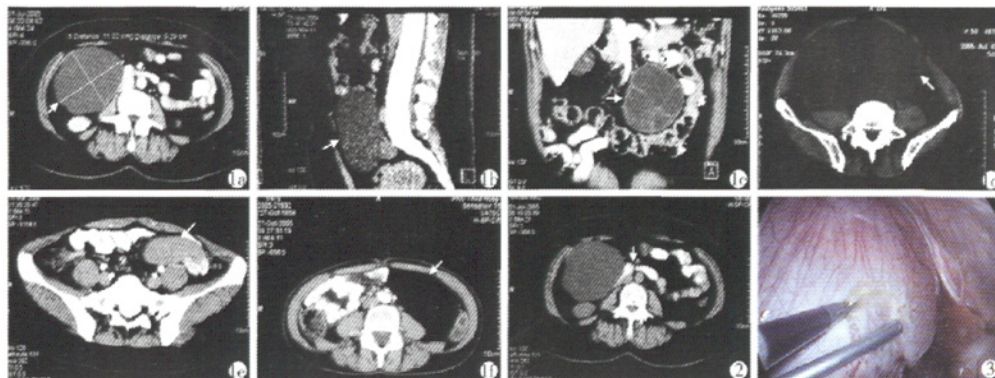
6 例腹腔内巨大良性肿物的 CT a. 大网膜内假性囊肿; b. 脐尿管囊肿; c. 肠系膜囊肿; d. 后腹膜支气管源性囊肿; e. 肠系膜支气管源性囊肿; f. 后腹膜脂肪瘤 图 2 CT 示巨大囊肿(大网膜假性囊肿)压迫十二指肠水平部(箭头处) 图 3 腹腔镜下囊肿开窗减压(后腹膜支气管源性囊肿)
